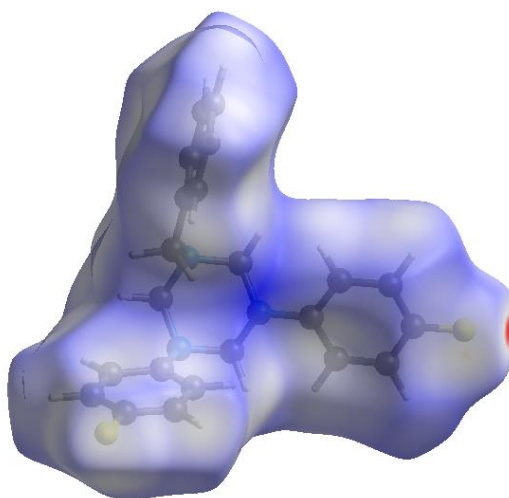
20. *Surface de Hirshfeld du composé TAC5 cartographié avec d_{norm} .*
